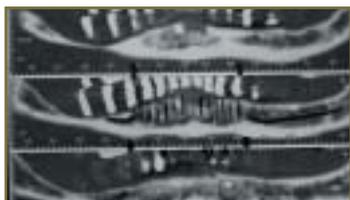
e 141 La tomografia.
